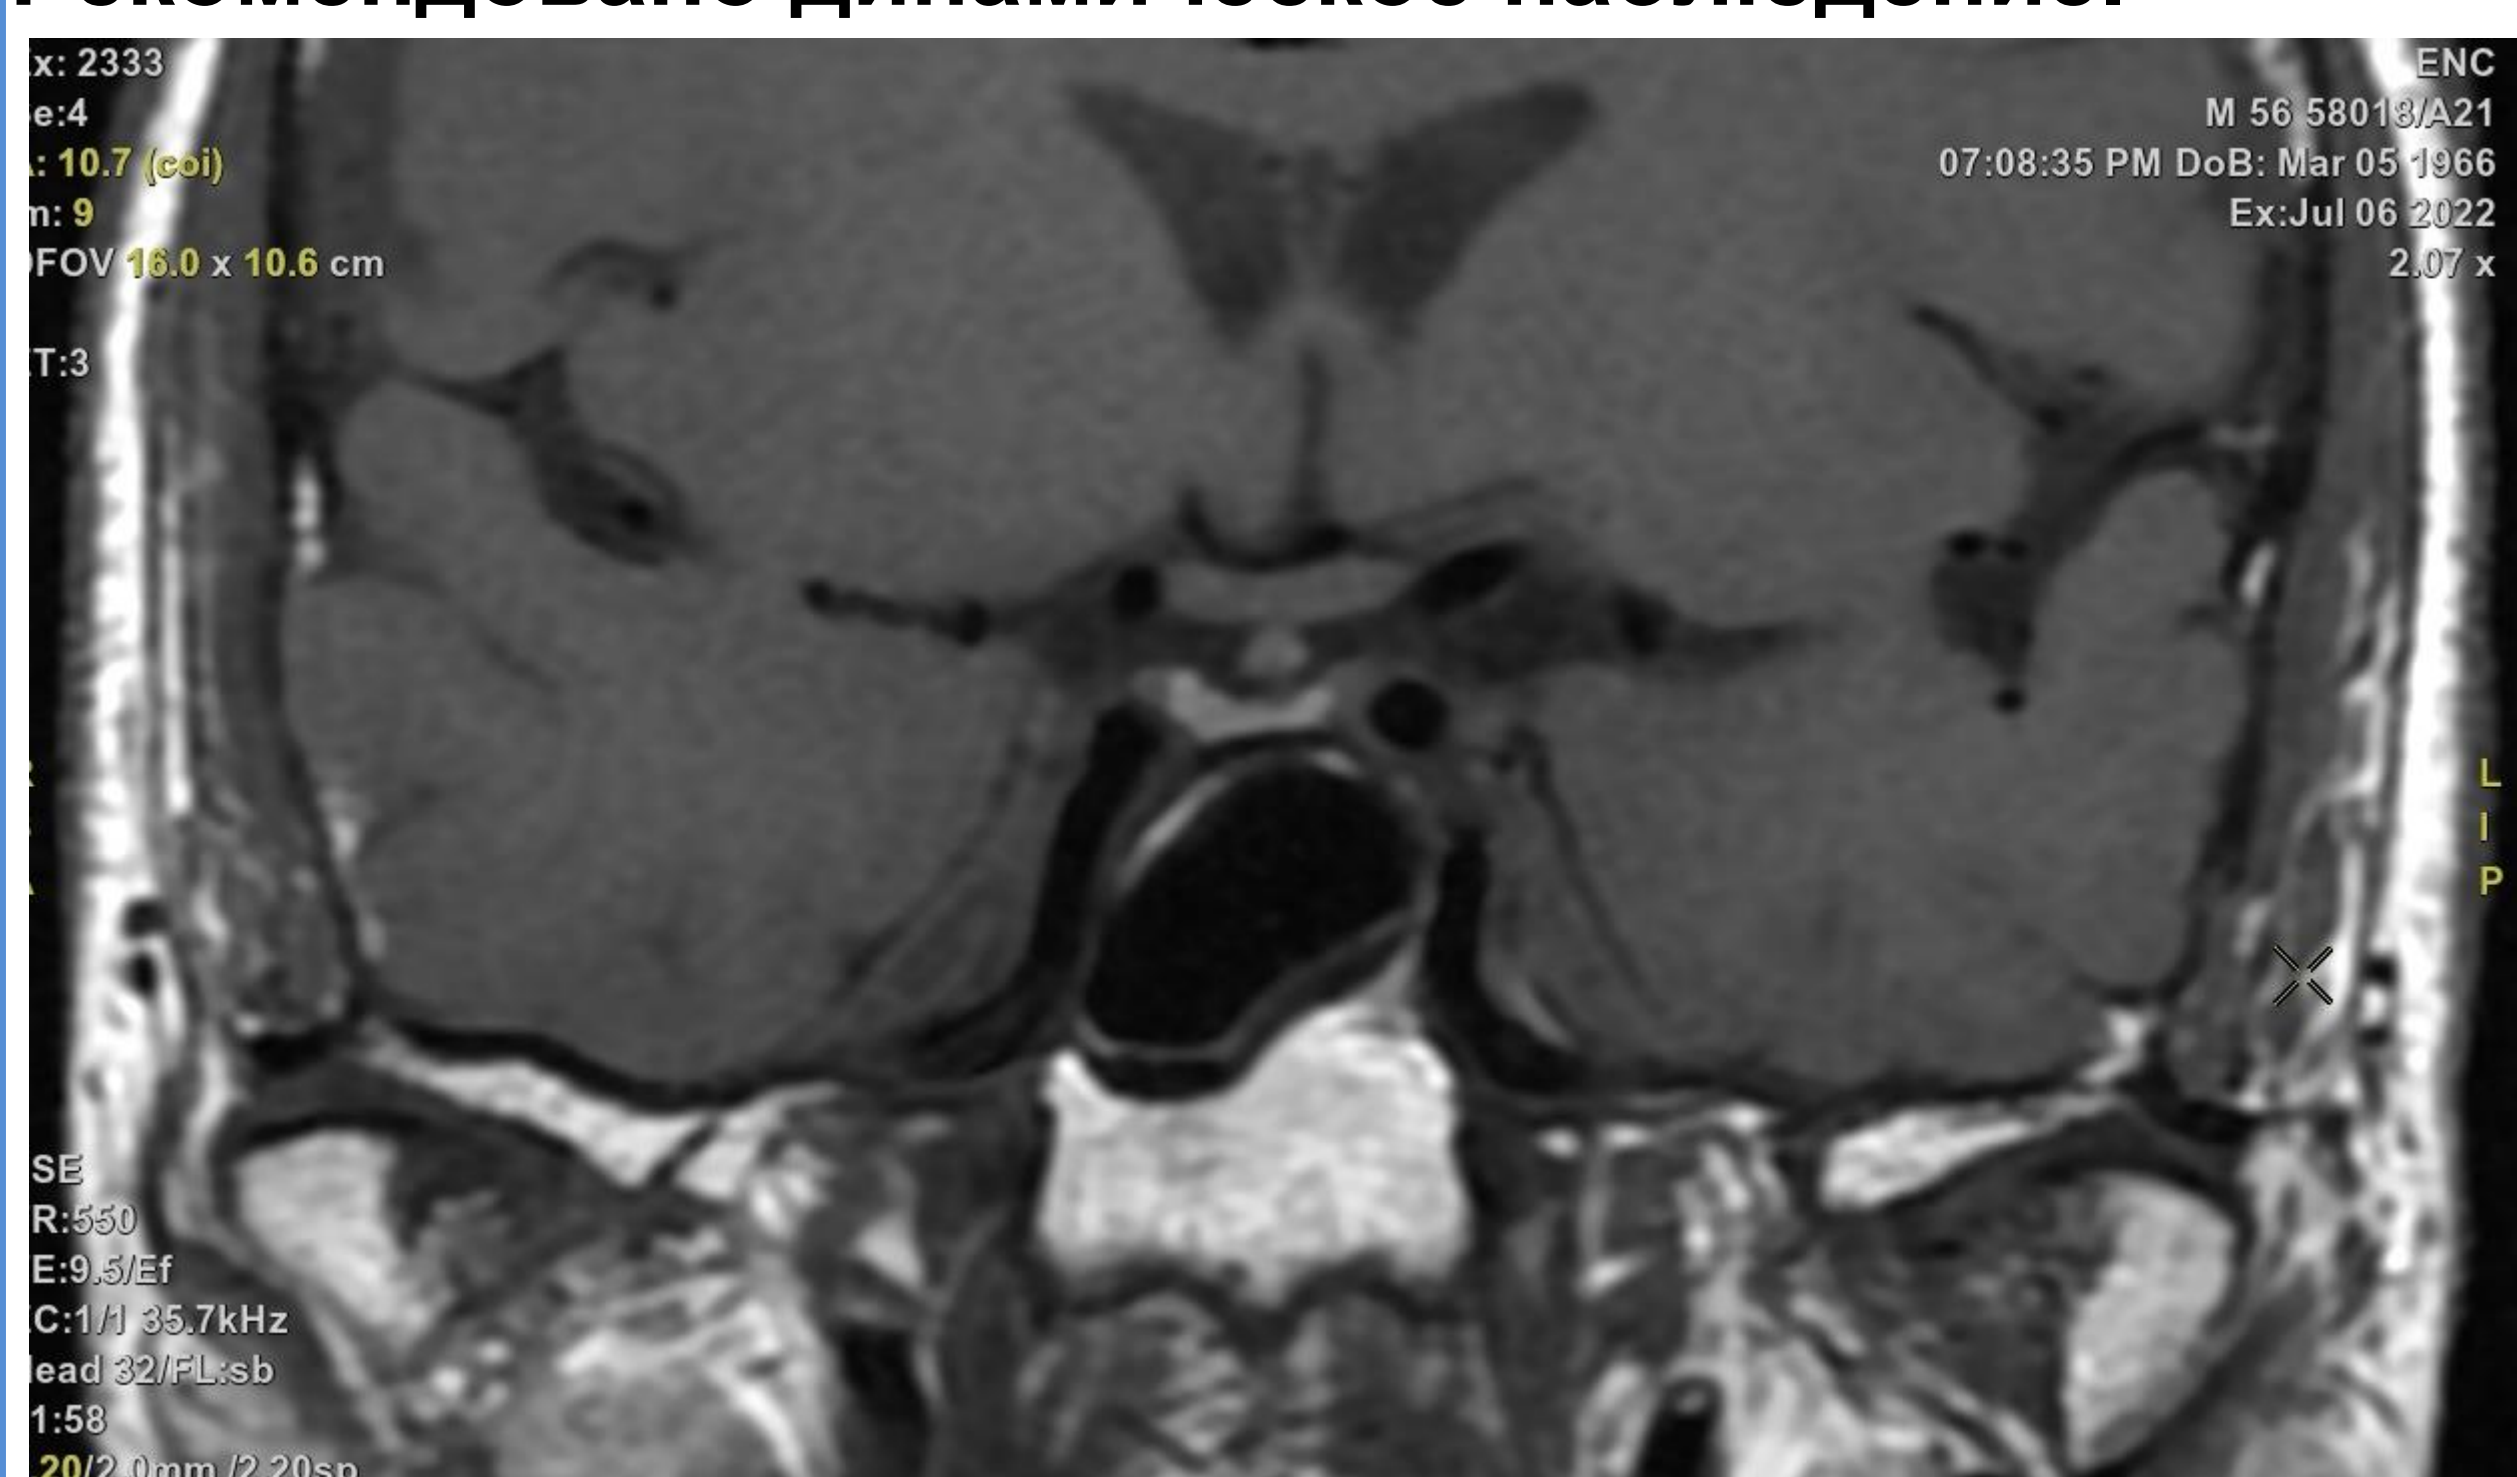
МРТ головного мозга
